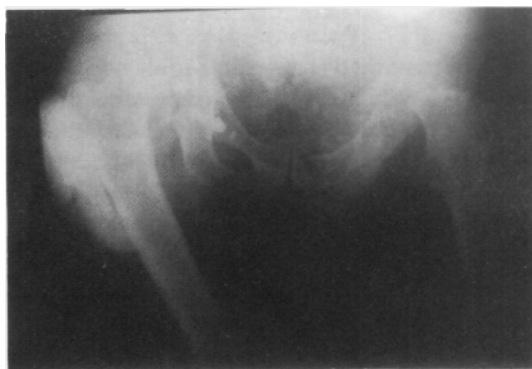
Radiografía de ambas caderas. Cadera derecha: luxación posterior. Cadera izquierda: luxación anterior. Fractura diáfisis femoral izquierda.
